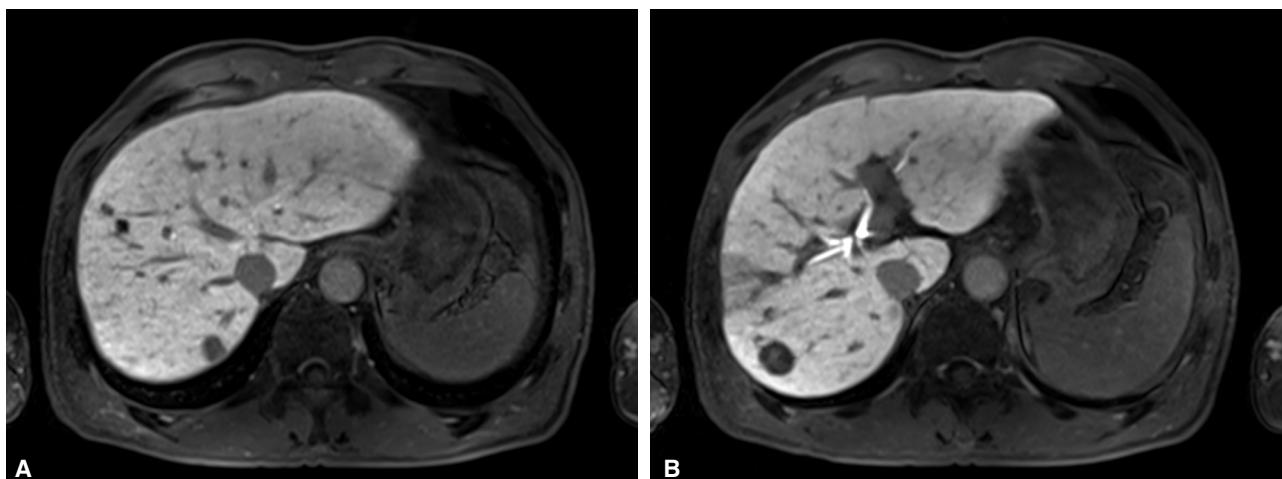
(A, B) Follow up liver MRI shows that multiple nodules are arterial enhancing, delayed washout at S6/7 and the size are also increased.
